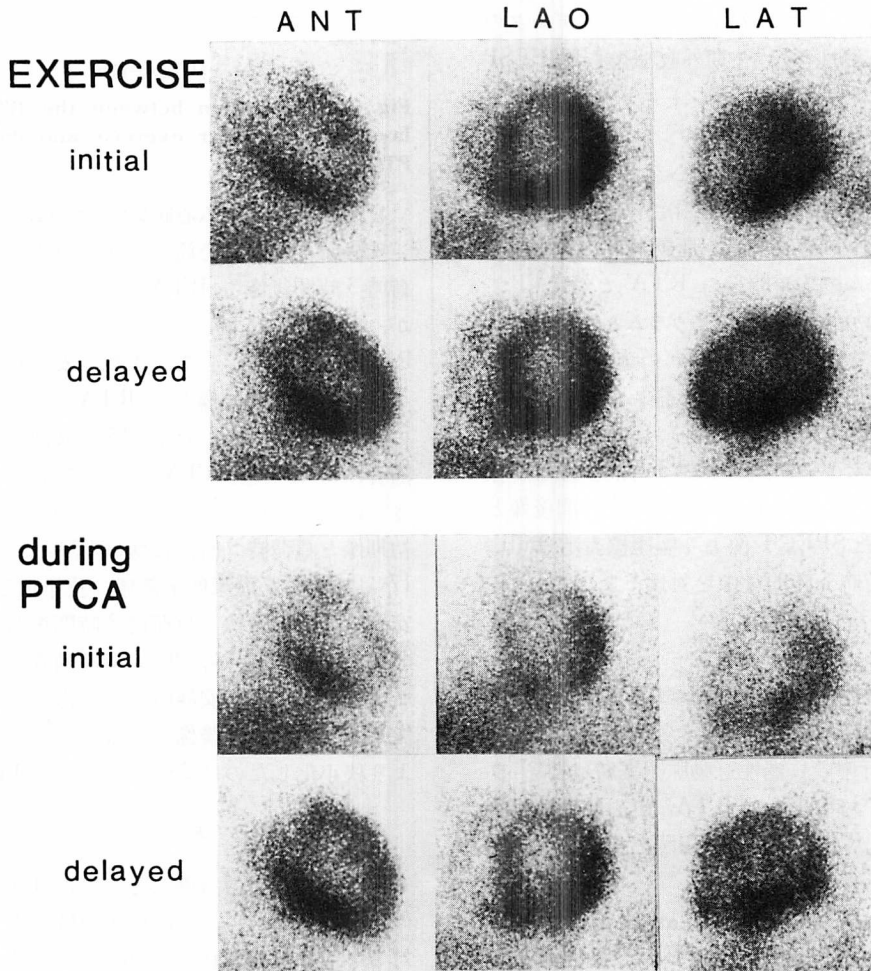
Stress thallium-201 scintigrams (upper) and thallium-201 scintigrams during PTCA (lower) in a patient with old myocardial infarction.
